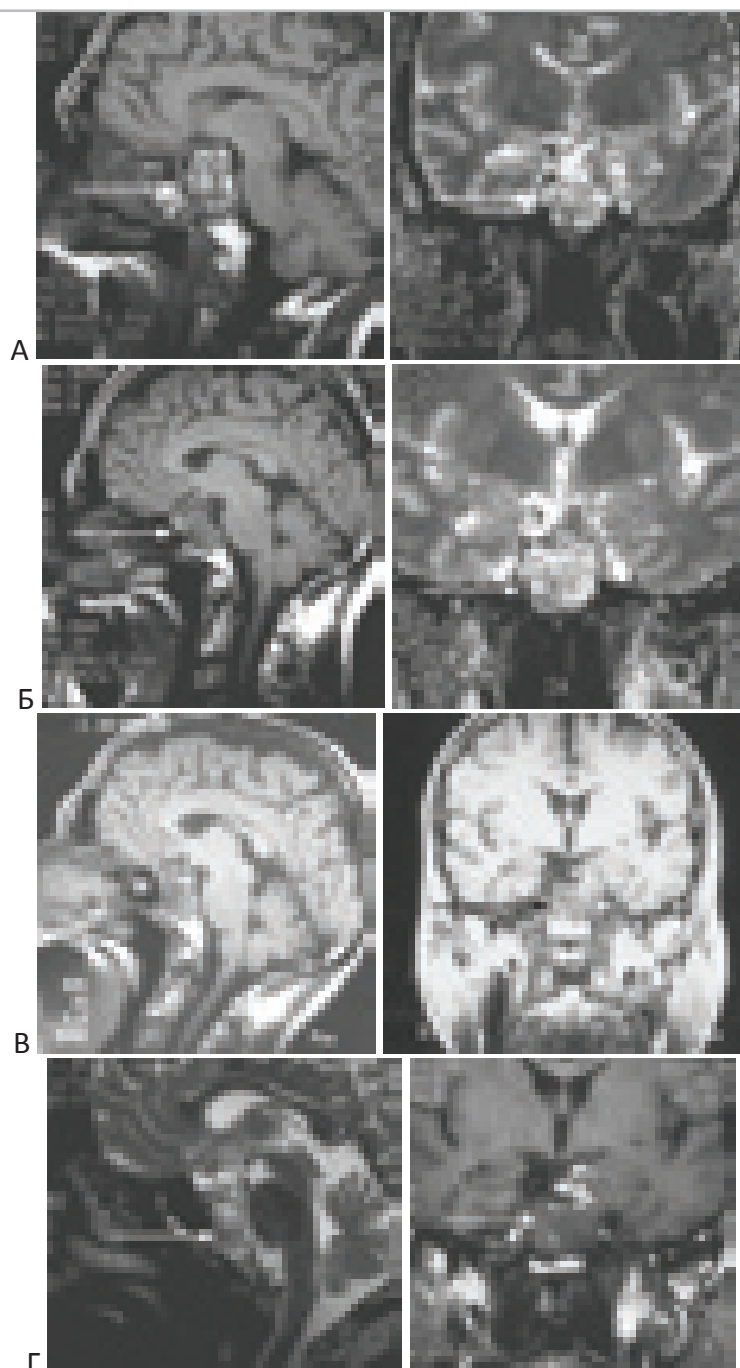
Динамика МР-изображений в разные сроки после лучевой терапии протонным пучком в СОД 66 Гр. Радиотерапия протонным пучком проводилась в Российском научном центре рентгенорадиологии “А” - До лучевой терапии. “Б” – 2 месяца после протонного облучения. “В” – 3 года после протонного облучения. “Г” – 6 лет после протонного облучения. Больной 46 лет. Приведены пары сагиттальных и фронтальных срезов МРТ.
